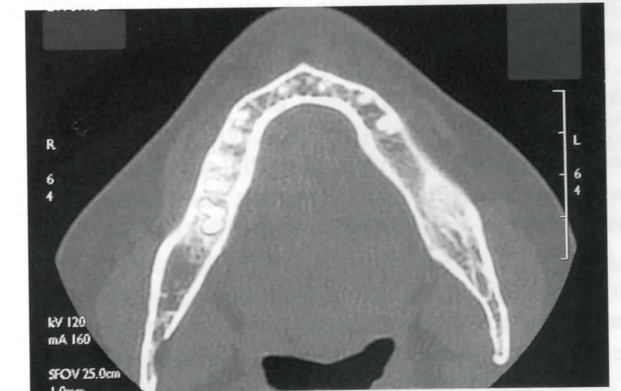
TC axial dos años después donde se visualiza la buena cicatrización ósea en la mandíbula, libre de enfermedad.
